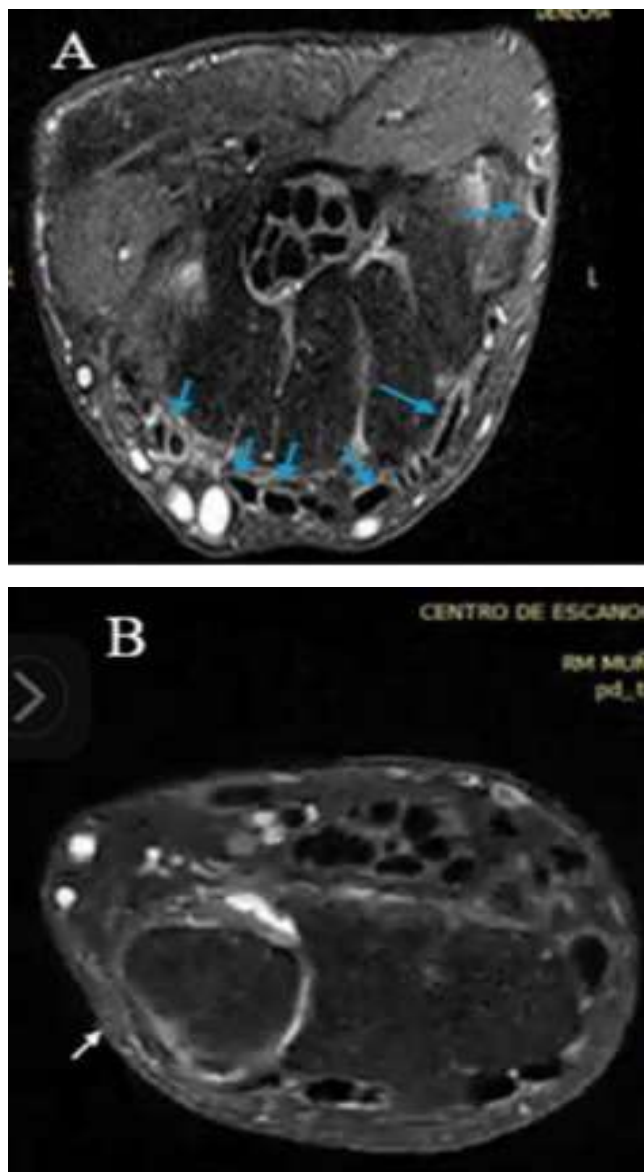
RM A: Compartimientos anatómicos de los tendones en la articulación radiocarpiana (Flechas azules). B: Evidencia la ruptura tendón carpi ulnaris (Flecha blanca).
